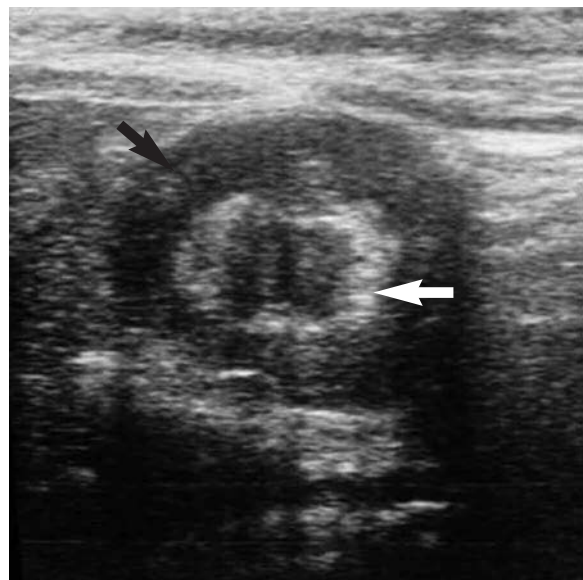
Ecografía abdominal, observándose a nivel de flanco izquierdo formación sólida de límites bien definidos que presenta un anillo periférico hipoeicoico (flecha negra) rodeando un área hiperecogénica central (flechas blancas).
